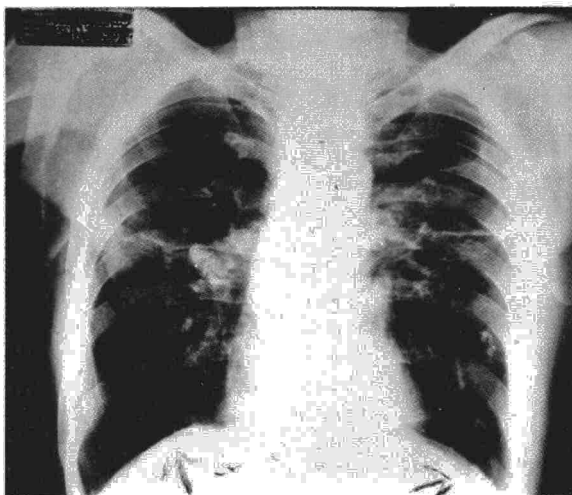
Radiografía de tórax anteroposterior en la que se advierten calcificaciones de la pleura diafragmática (flechas) de ambos lados. Hay asimismo un engrosamiento pleural en el hemitórax izquierdo.
